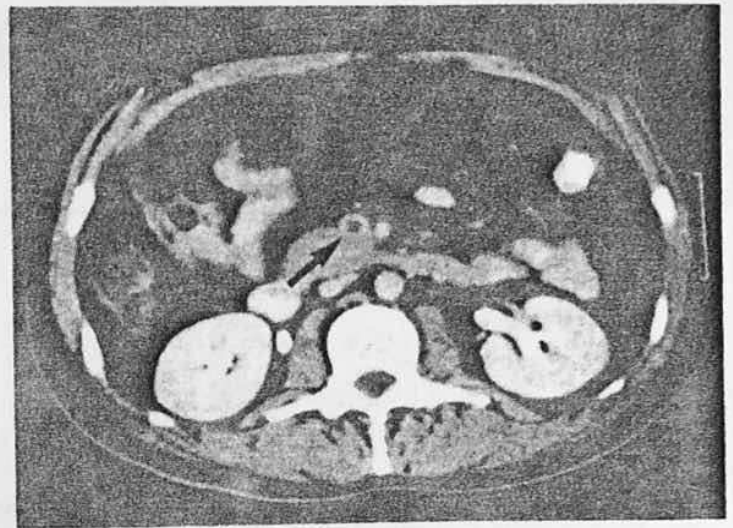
Tomografía axial computada de abdomen demostrativa de trombosis de la vena mesentérica superior. Nótese el trombo ocluyente (flecha).
